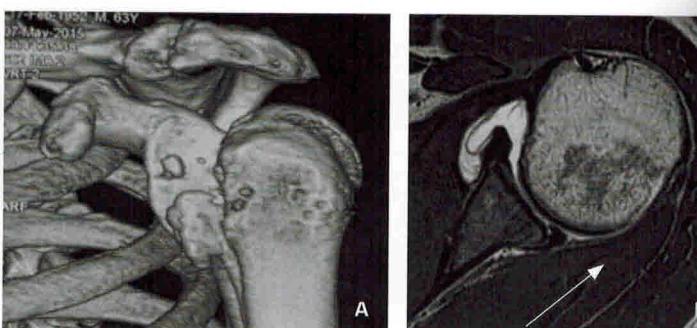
А–Б. Компьютерная томограмма (А – в режиме 3D, вид спереди) пациента с застарелым невправляемым вывихом головки плечевой кости с отрывом малого бугорка; магниторезонансная томограмма с контрастированием (Б – аксиальная проекция) пациента с отрывом заднего отдела суставной губы (стрелка)
